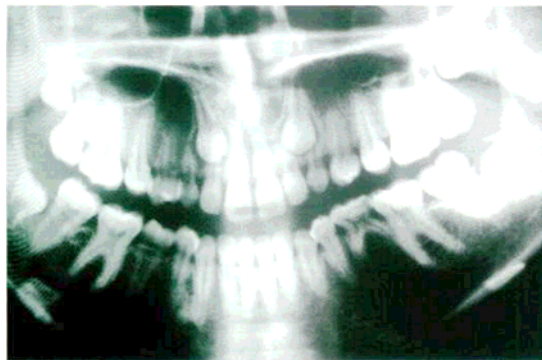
Ortopantomografía que nos muestra la presencia de dos caninos impactados superiores.
